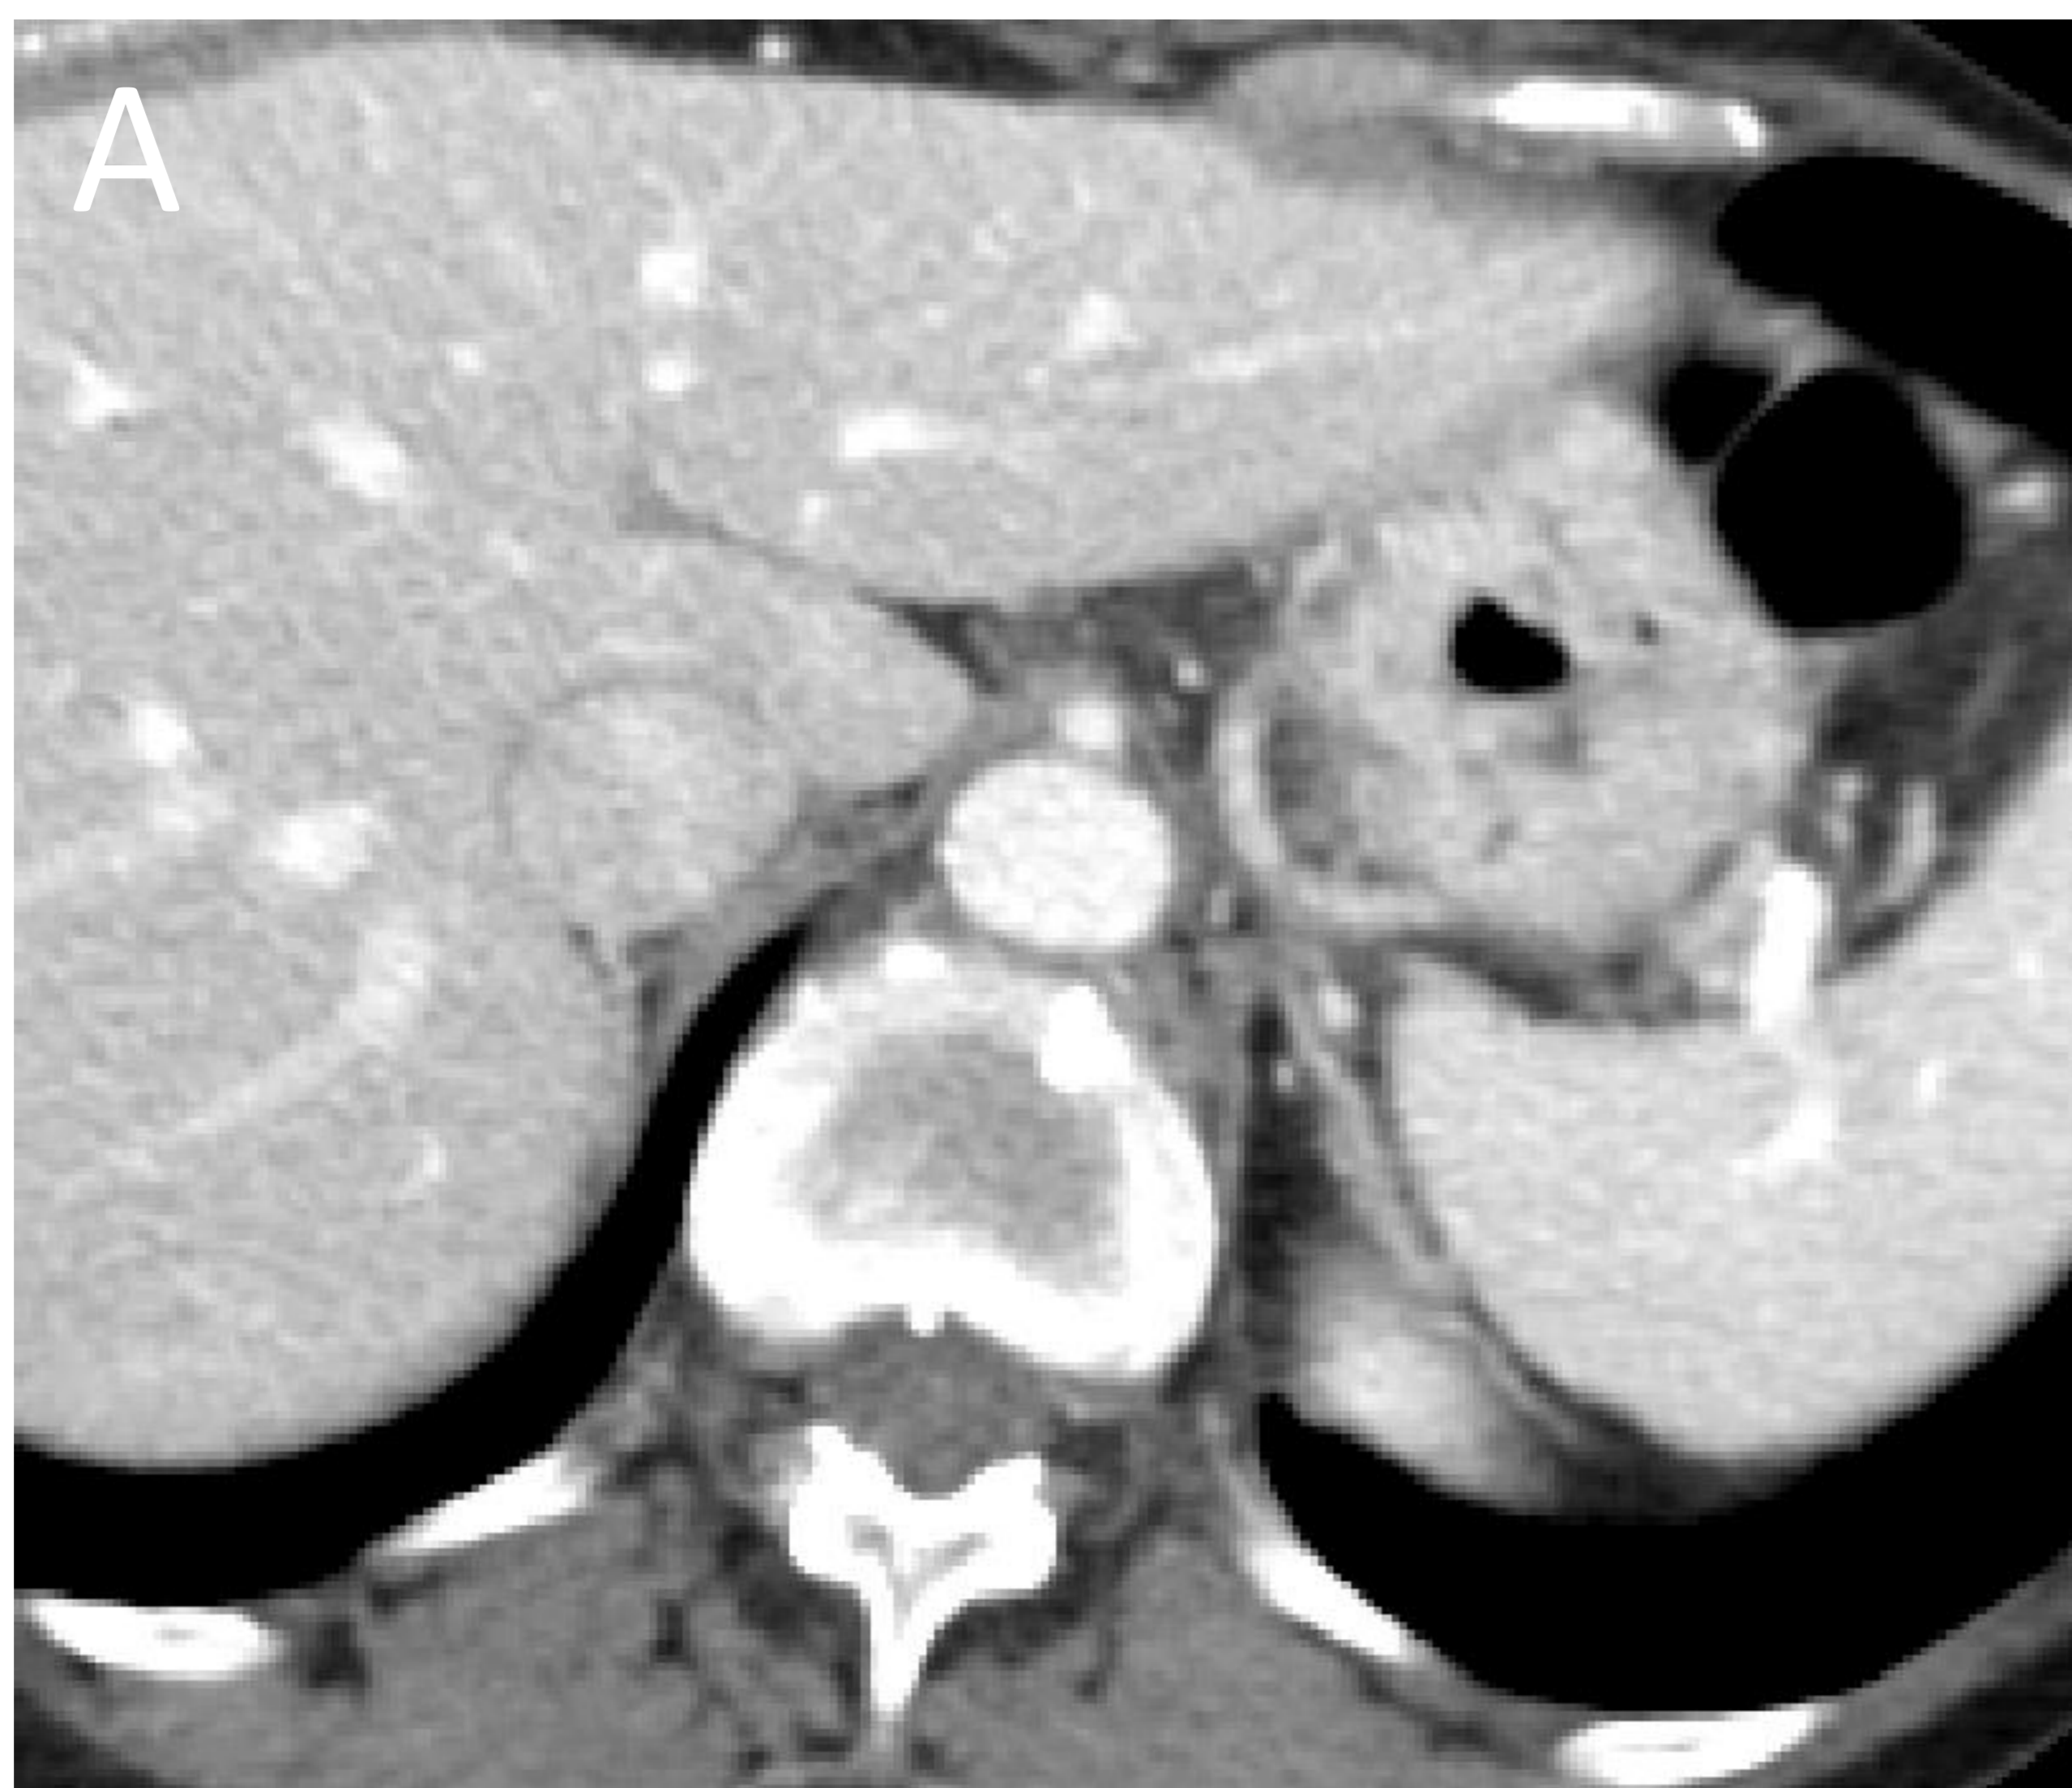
Estenosis del tronco celiaco. Puede ser por causa extrínseca, secundaria a compresión externa por el ligamento arcuato medio (imágenes A y B), o intrínseca, debido a enfermedad aterosclerótica. En la imagen B se ve una pequeña muesca en la región superior del tronco celiaco, a 5 mm de su origen (flecha), con dilatación postestenótica. Suele asociar abundantes vasos colaterales peripancreáticos entre el TC y la AMS.
